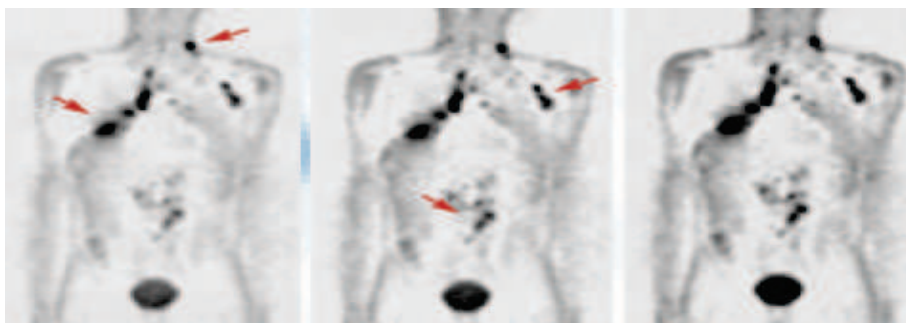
sito www.petscan.org, una pagina creata “ad hoc” dalla “Academy Of Molecular Imaging” di Los Angeles e dal “CancerSource” di Boston. Questo sito si occupa di divulgare le applicazioni che può avere, nonché le opportunità che può offrire, un sistema di diagnosi come la PET
